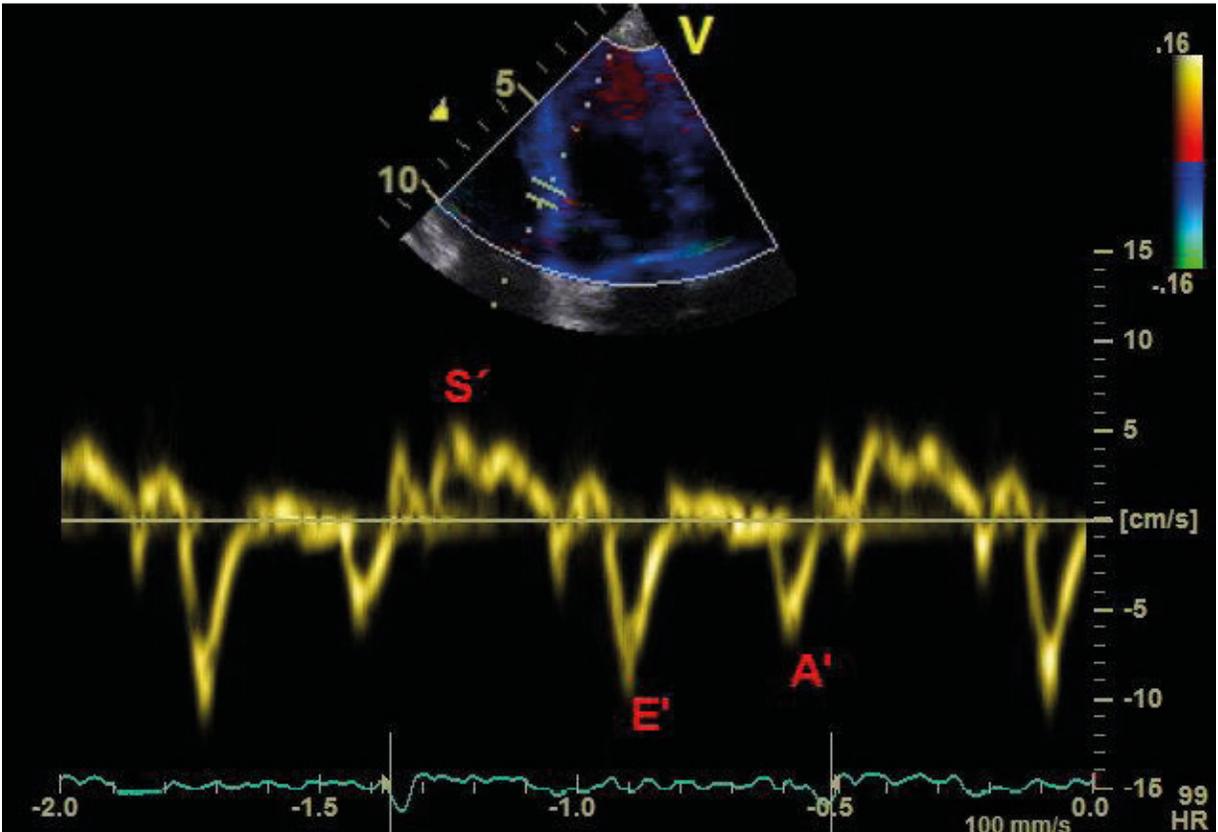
El típico DTI, próximo al anillo mitral. Vemos la contracción sistólica (S'), relajación diastólica temprana (E') y velocidades tardías de relajación diastólica (A'). Los datos DTI pueden ser obtenidos por Doppler de onda pulsada (espectral) y Doppler color.
